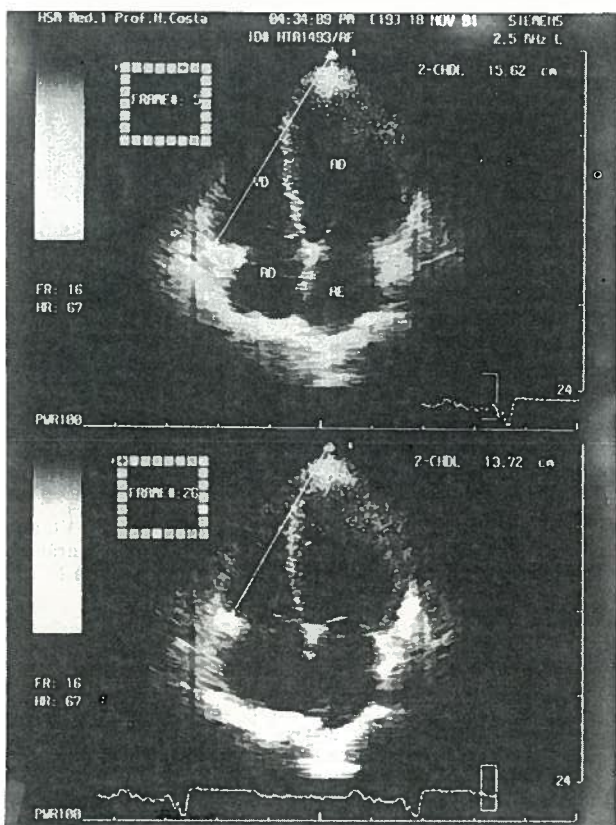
Ecoc 2D — Via apical 4 Cam: Registo do deslocamento do anel valvular tricúspide na avaliação da função sistólica (F. Ejec) do ventrículo direito.
